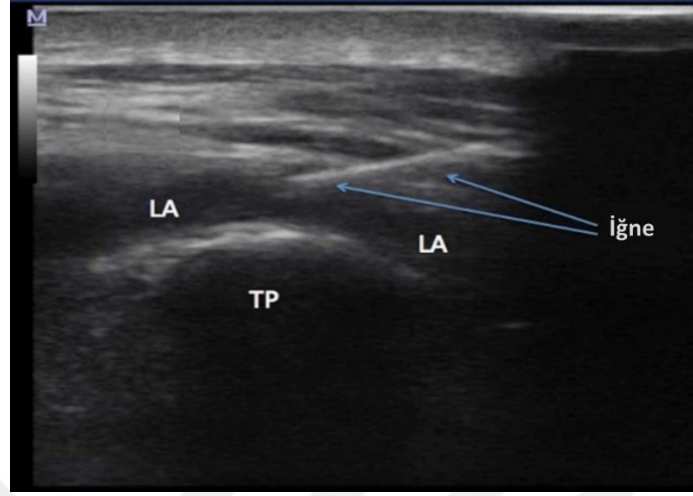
ESP bloğu için USG görüntüsü
